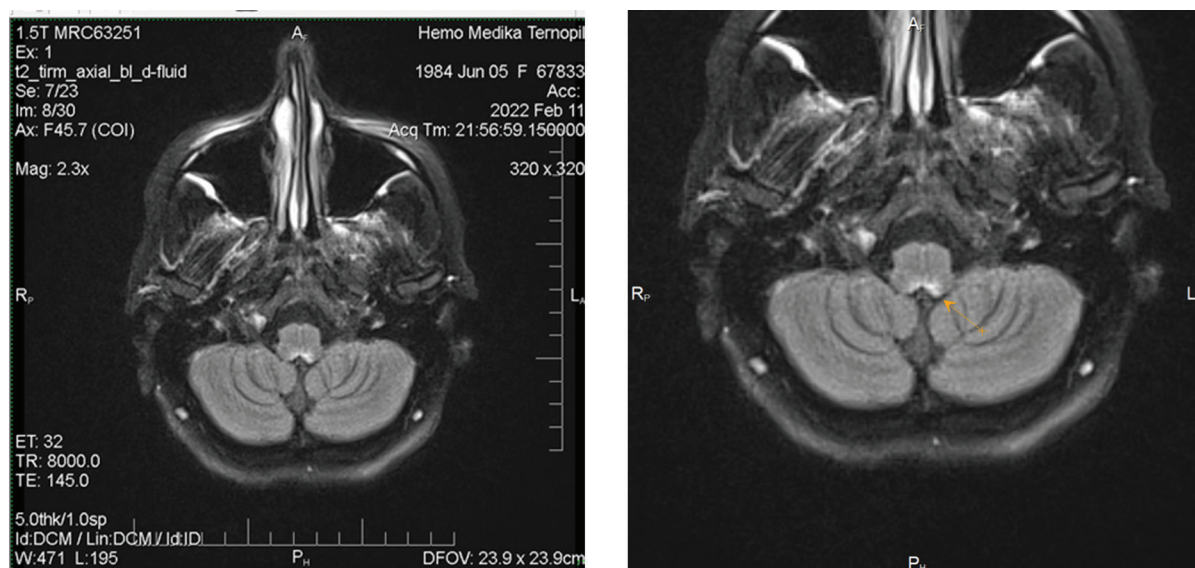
МРТ-картина (аксіальний зріз)
